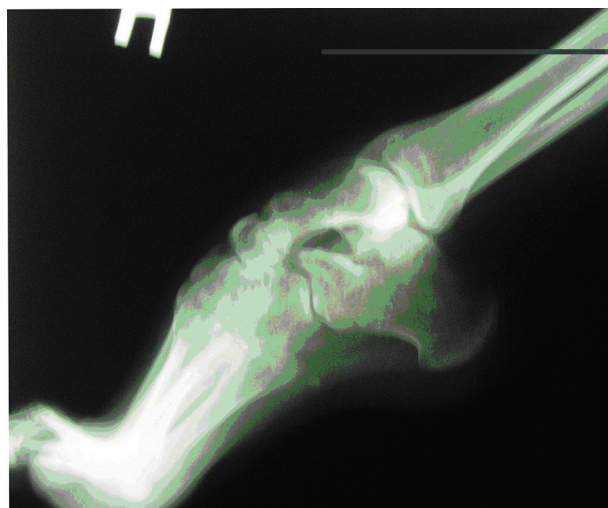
Рентгенограмма правой стопы больного В.
